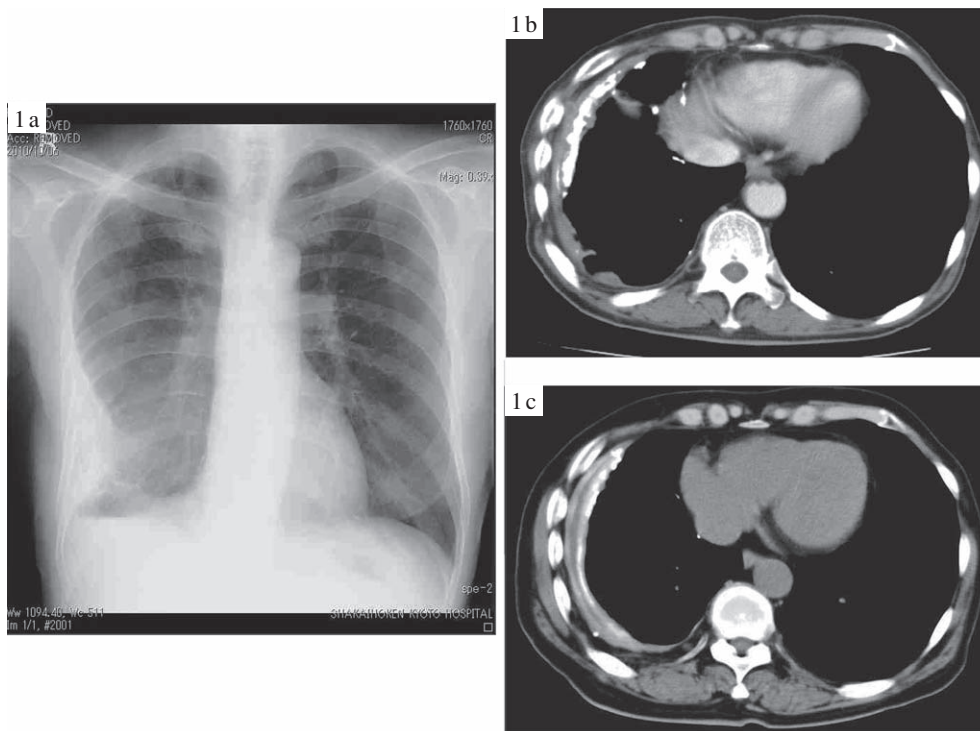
Chest X-ray (1a) and computed tomography (CT) (1b) showed small amount of pleural effusion surrounded by calcified pleura. The chest CT findings had not changed from 5 years ago (1c).
